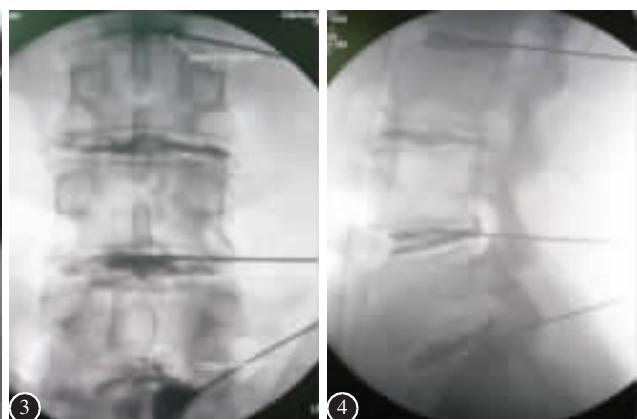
腰椎 MRI T2 像显示 L2/3、L3/4、L4/5 和 L5/S1 信号减低,即“黑椎间盘” 图 2 经后外侧完成 L1/2、L2/3、L3/4、L4/5 和 L5/S1 椎间盘穿刺 图 3 造影中正位 X 线透视显示椎间盘形态 图 4 侧位 X 线透视显示椎间盘形态
